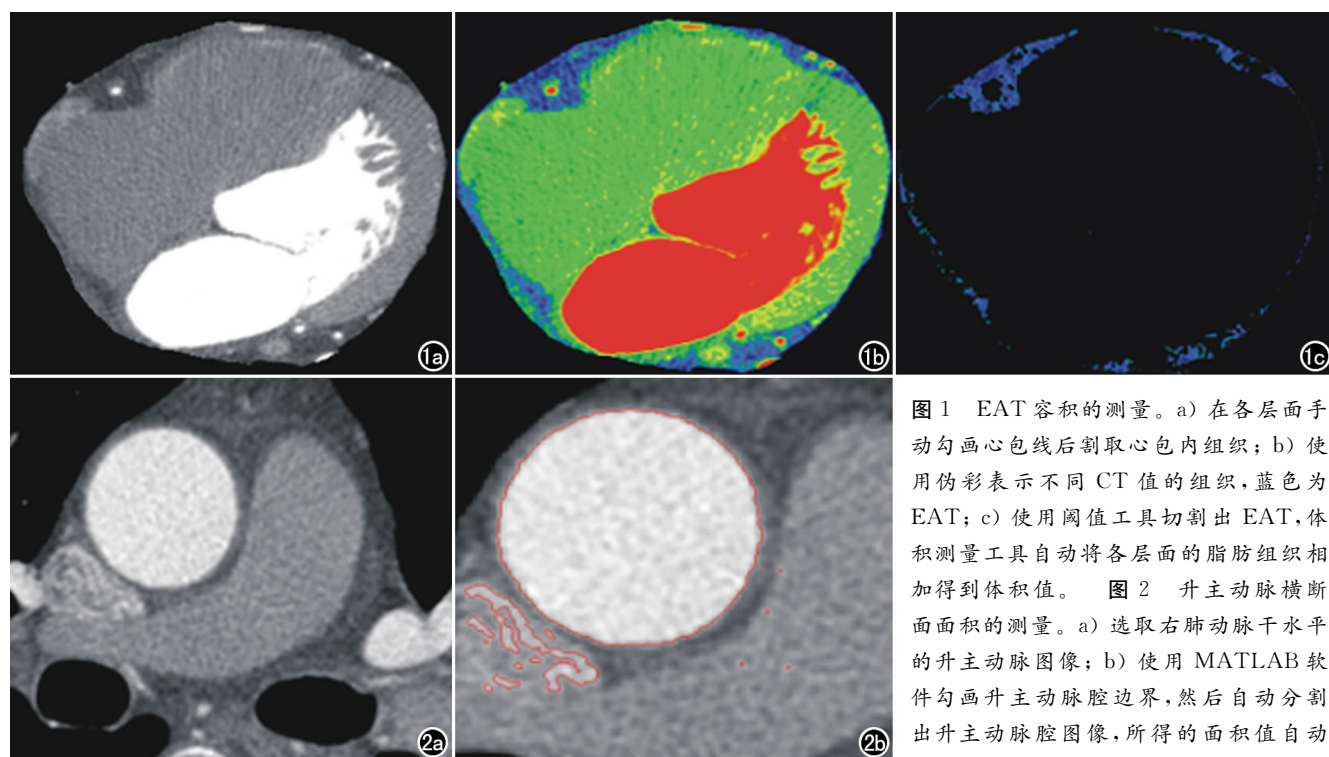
EAT 容积的测量。a) 在各层面手动勾画心包线后分割心包内组织; b) 使用伪彩表示不同 CT 值的组织,蓝色为 EAT; c) 使用阈值工具切割出 EAT,体积测量工具自动将各层面的脂肪组织相加得到体积值。图 2 升主动脉横断面面积的测量。a) 选取右肺动脉干水平的升主动脉图像; b) 使用 MATLAB 软件勾画升主动脉腔边界,然后自动分割出升主动脉腔图像,所得的面积值自动以 txt 文件格式存入图像所在目录。
